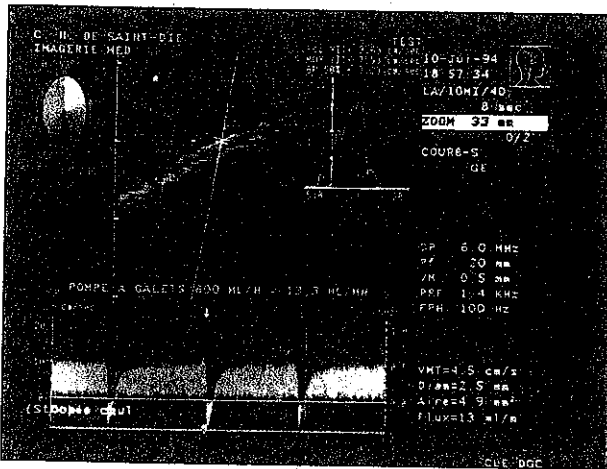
Spectre doppler et calcul de vitesse de flux (débit 800 ml/h)
